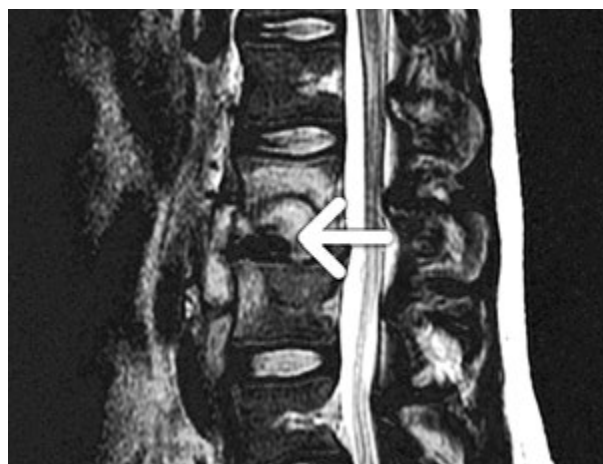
Контактна деструкція хребців, руйнування передньої поздовжньої зв'язки та формування напливного абсцесу (МРТ)
